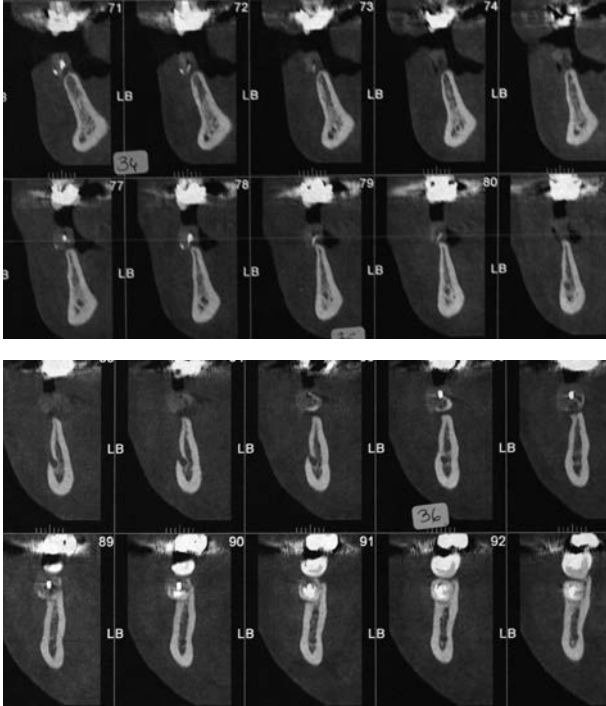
CBCT dentaire montrant la finesse de la crête au niveau des sites 35 à 37.
